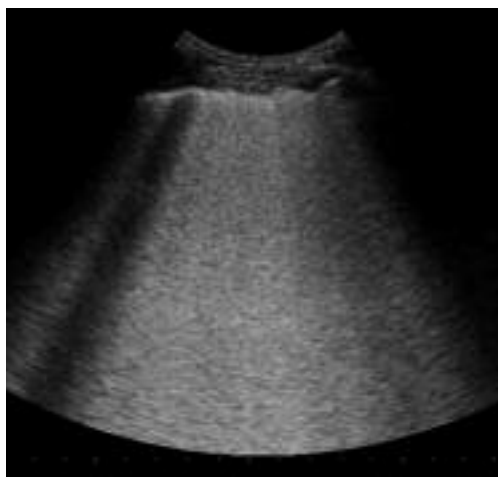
Scansione trasversale con sonda convessa: quadro di "white lung" ecografico
